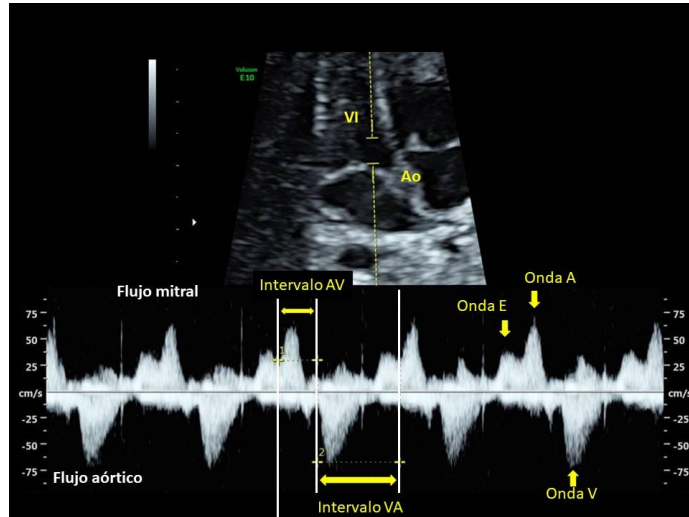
Doppler pulsado mitro-aórtico. Identificación de las ondas E y A (mitral) y la onda V (flujo aórtico). El intervalo AV se mide desde el inicio de la onda A hasta el inicio de la onda V. El intervalo complementario es el intervalo VA.
